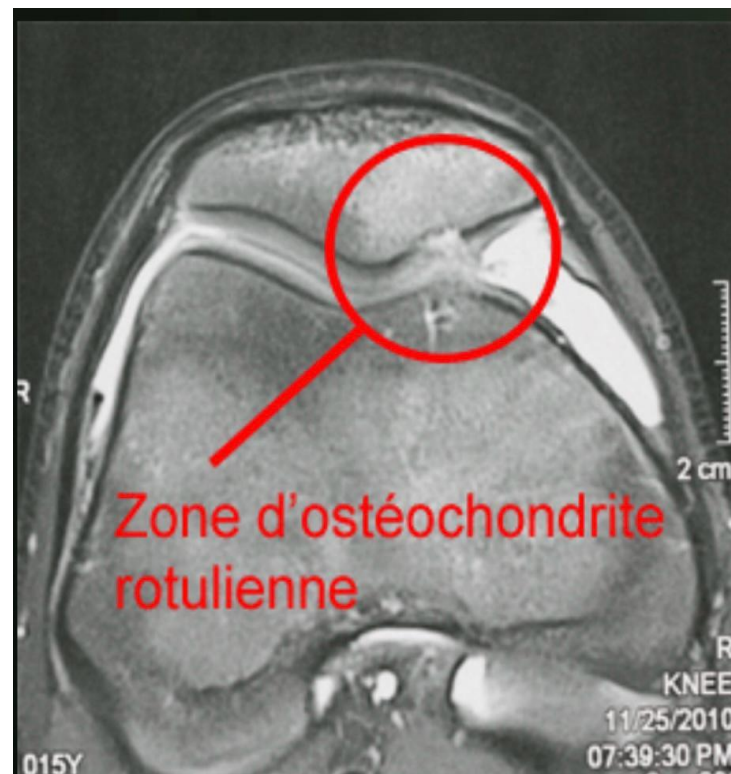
IRM du genou montrant une zone d'ostéochondrite (46).
